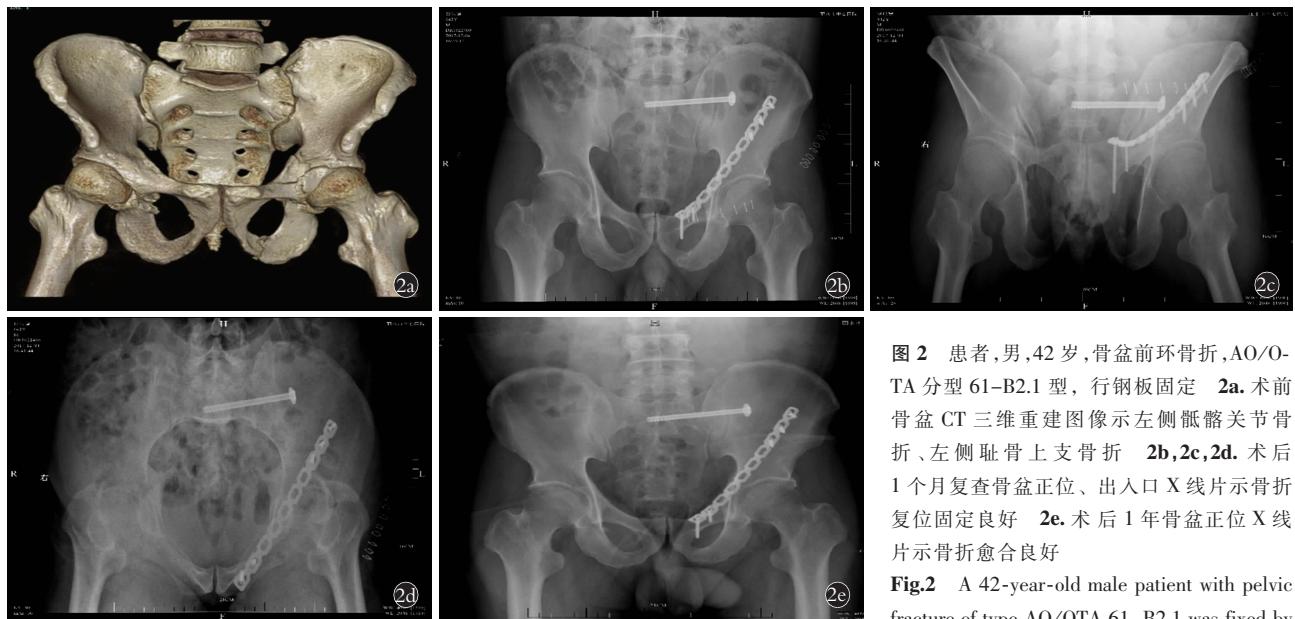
患者,男,42岁,骨盆前环骨折,AO/OTA 分型 61-B2.1 型,行钢板固定。2a.术前骨盆 CT 三维重建图像示左侧骶髂关节骨折、左侧耻骨上支骨折。2b,2c,2d.术后 1 个月复查骨盆正位、出入口 X 线片示骨折复位固定良好。2e. 术后 1 年骨盆正位 X 线片示骨折愈合良好。
